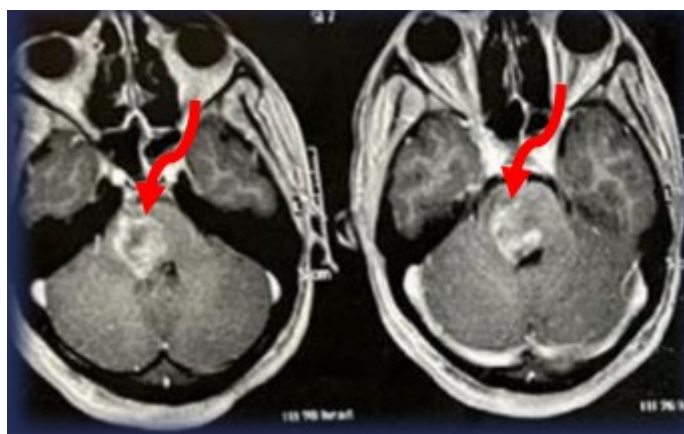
RM de crânio T1 sem contraste em corte axial demonstrando lesão ao nível da ponte a direita.
